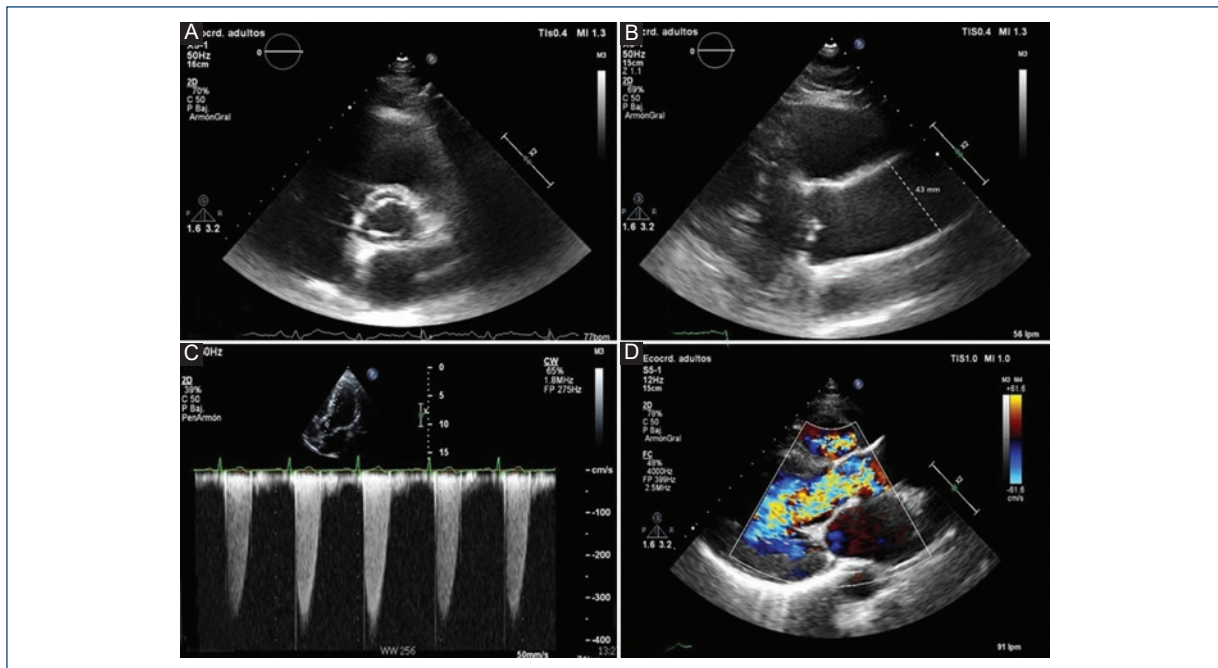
Imágenes de ecocardiograma transtorácico. A: visión en paraesternal en el eje corto en la que se observa una válvula aórtica bicúspide de tipo 1 (fusión de los velos coronarios derecho e izquierdo) abierta en sístole. B: plano a nivel de la raíz de la aorta y la aorta ascendente que evidencia una importante dilatación aórtica (43 mm). C: gradiente transvalvular aórtico mediante Doppler continuo que muestra velocidades y gradientes elevados propios de una estenosis aórtica significativa. D: mediante Doppler color se ve un chorro de regurgitación diastólico que ocupa todo el tracto de salida del ventrículo izquierdo, propio de una insuficiencia aórtica grave, en un paciente con valvulopatía bicúspide.
